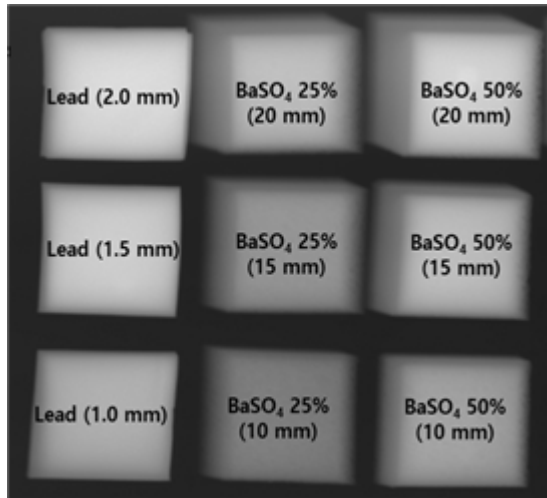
Image of the shields read with CR readers after exposure to X-rays
